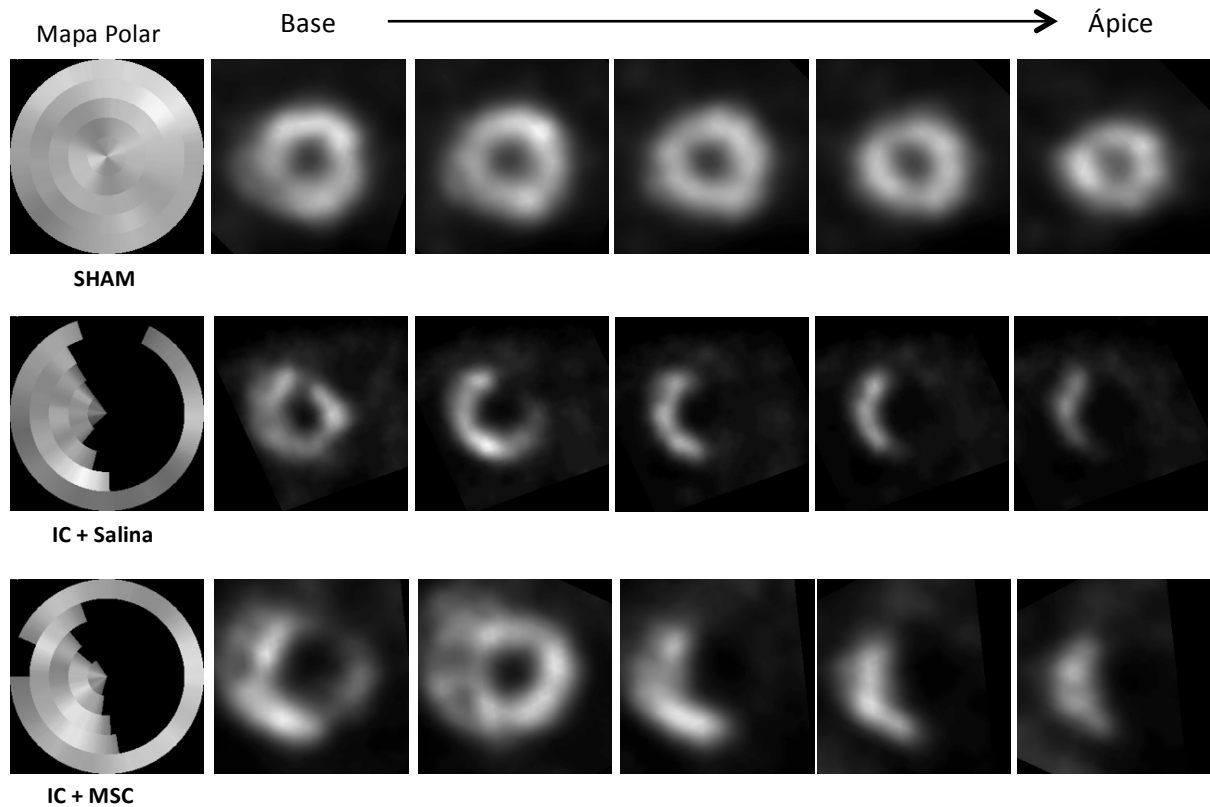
Imagens cintilográficas de perfusão miocárdica, obtidas pelo SPECT (Tomografia computadorizada por emissão de fóton único), após a cirurgia fictícia nos animais controles (SHAM), e após a ligadura da artéria coronária esquerda nos animais com insuficiência cardíaca (IC), antes do tratamento com salina ou células-tronco mesenquimais (MSC). O Mapa Polar representa, na coluna vertical à esquerda, o coração como um todo. Cortes segmentados da base ao ápice do coração estão representados nas colunas horizontais. A área escura contida no círculo prata representa a lesão cardíaca.
